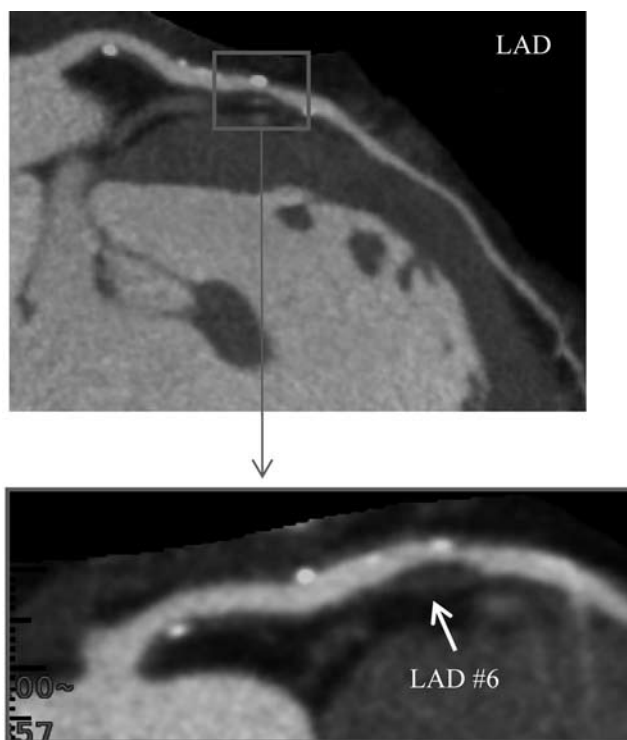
CT angiography後に急性冠症候群を発症した1例²³⁾
